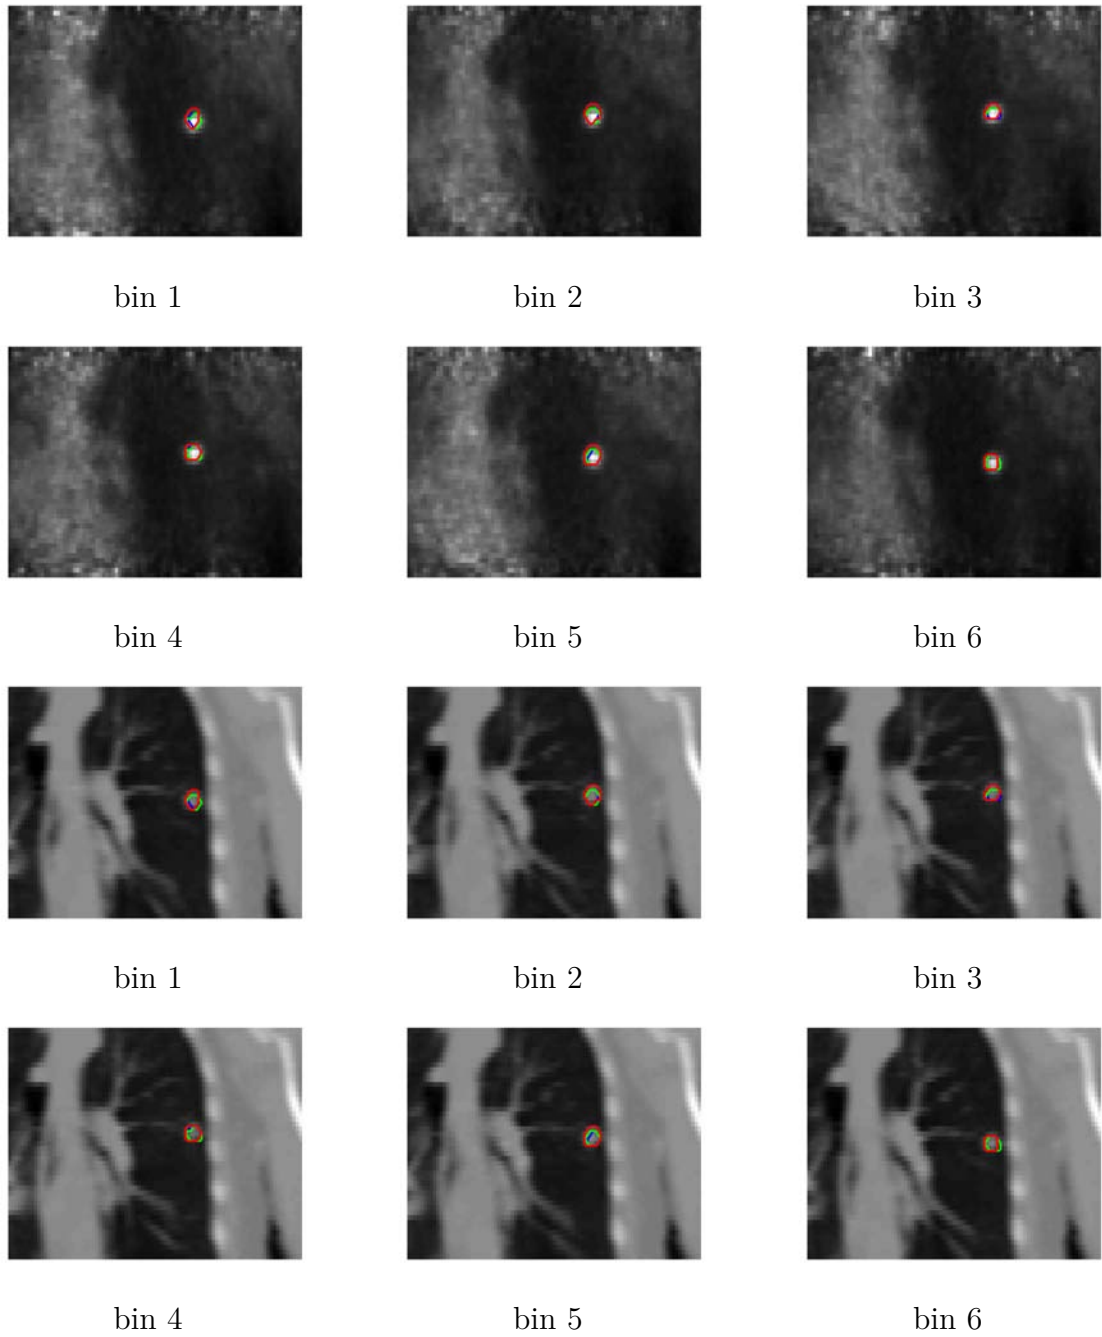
Patient A : Résultats de segmentation sur le plan coronal en TEP et en TDM pour chaque bin temporel. Rouge : méthode proposée; vert : segmentation par seuillage adaptatif; bleu : segmentation manuelle.
